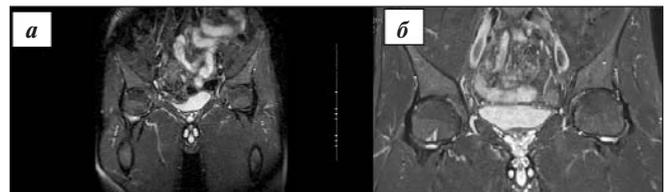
Больной Г., 34 лет. МРТ ТБС в режиме STIR: исходно (а) и через год терапии (б)
